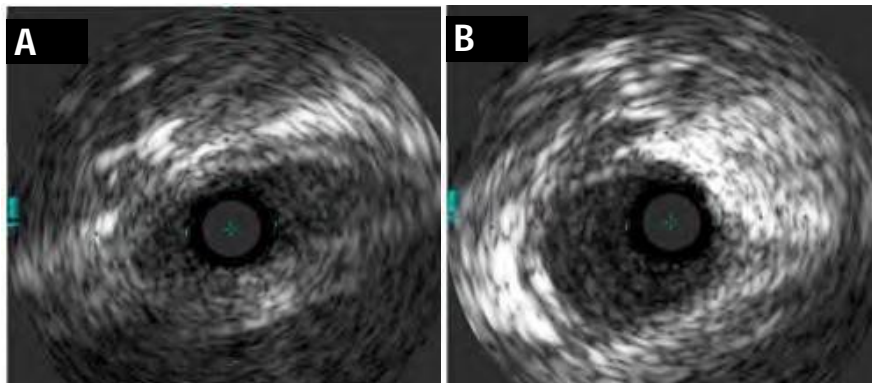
Images d'échographie endocoronaire montrant le segment intra-mural (A) et le segment extra-mural (B) d'une artère coronaire droite naissant du sinus gauche. [27]
